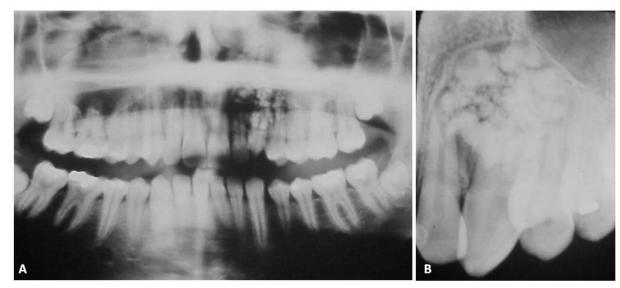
Radiografia panorâmica evidenciando lesão de densidade mista em região de raízes dos dentes 22, 23 e 24 com focos radiopacos centrais circundado por um fino halo radiolúcido (A) e radiografia periapical destacando os flocos com radiopacidade semelhante à estrutura dental (B).
